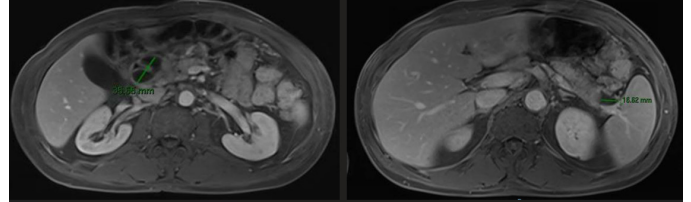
RMN abdominal. Disminución de tamaño de las colecciones pancreáticas tras inicio de tratamiento esteroideo.
